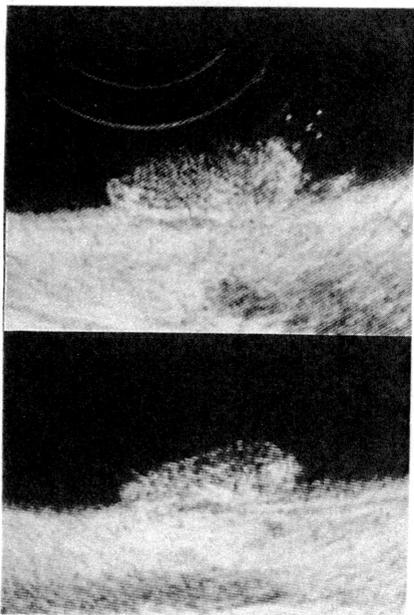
a, b: EUS. 腫瘍エコーは第3層までおよび、第4層は中央でつりあがっている。深達度sm₂からsm₃と診断した。
